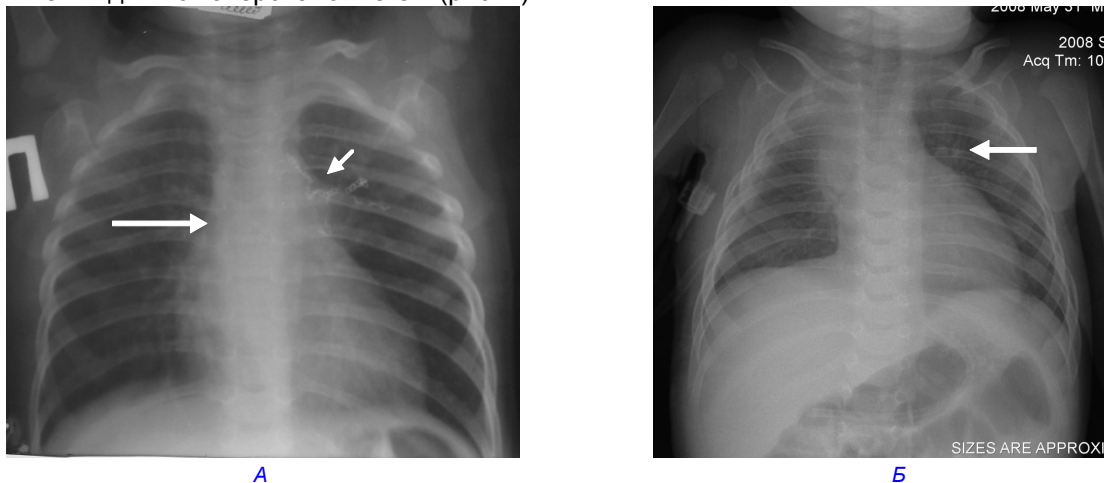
Рентгенограми грудної клітки через 3 місяці після операції резекції S₁₋₃ лівої легені (А) та правої верхньої лобектомії (Б). Нормалізація положення середостіння (жирні стрілки), видно ряд металевих степлерних швів при сегментарній резекції (тонка стрілка).
